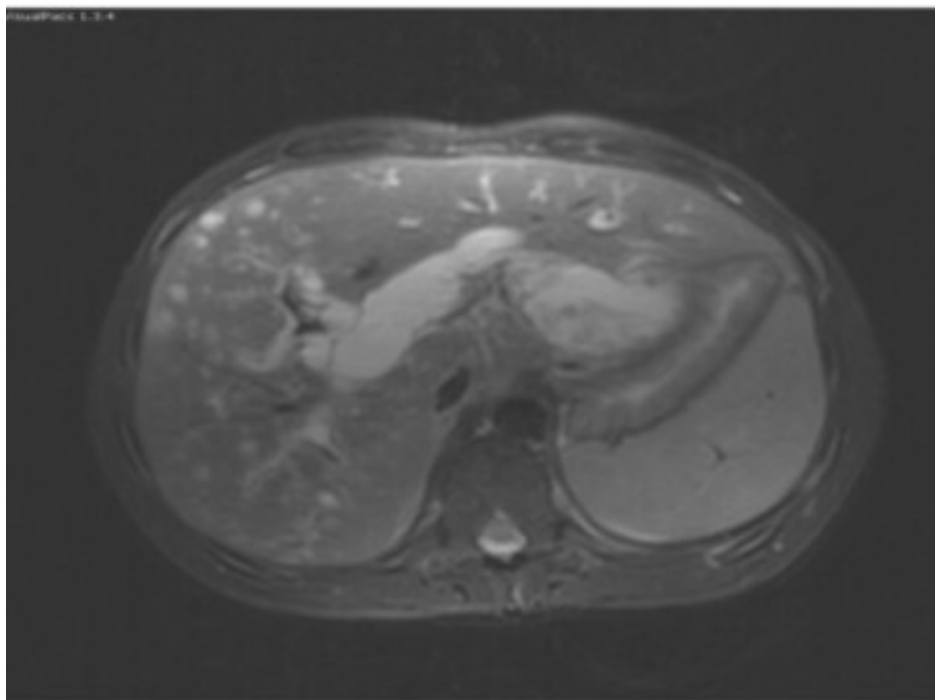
Image d'IRM montrant un KHF avec dilatation des VBIH [59]
